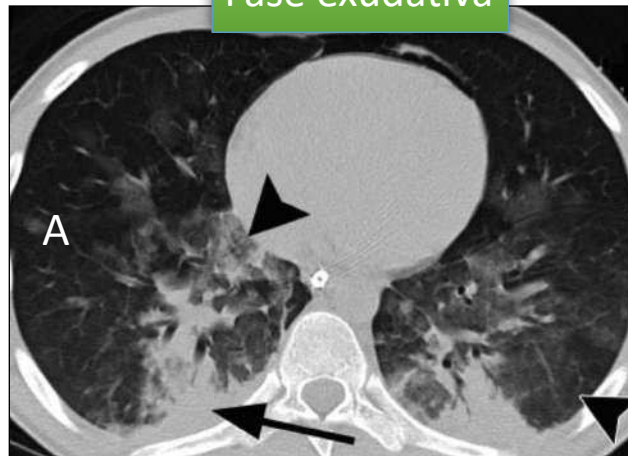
Imagen representativa y TC axial y coronal: la zona de 1-3 mm adyacente a la pleura posee una dinámica linfática y vascular distinta, que protege esta banda de la infiltración celular inicial
